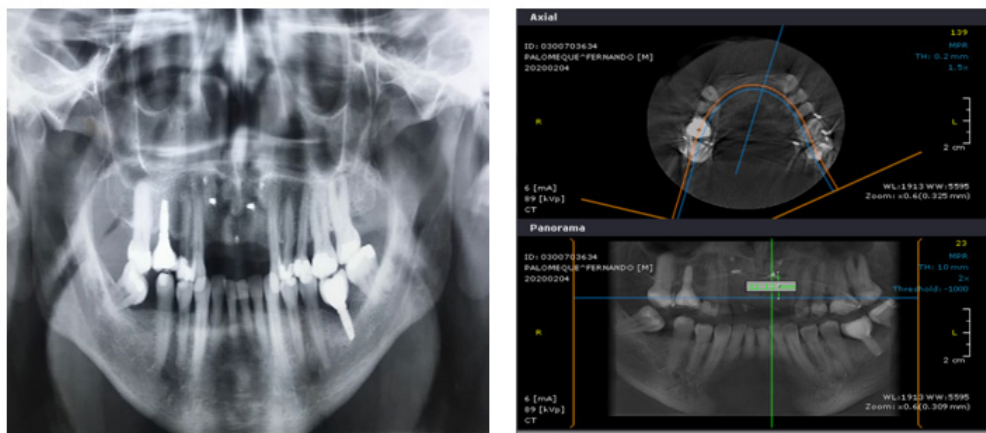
Radiografía inicial y planificación con haz cónico.
